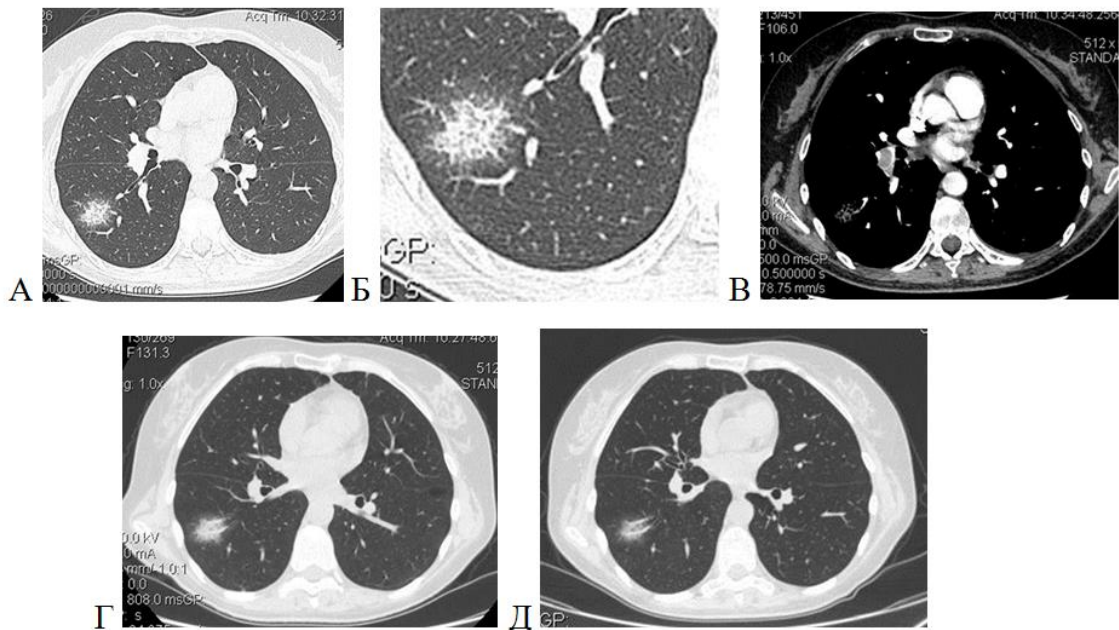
МСКТ наблюдение в динамике, пациентка С., 55 лет, И/Б №292/С2018 ТЭЛА с формированием округлого ателектаза в S6 правого лёгкого
